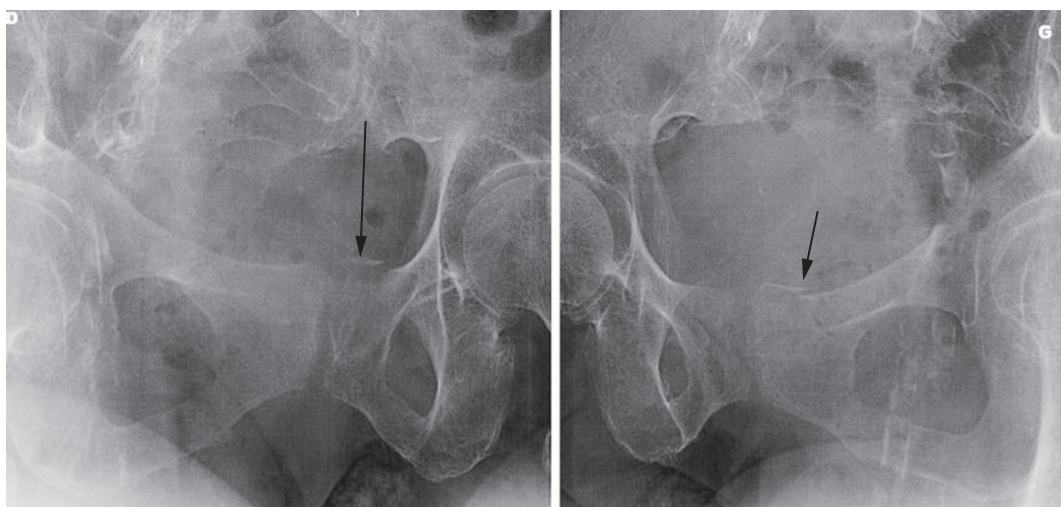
Radiographie de bassin en 3/4 obturateur centrée sur le foramen obturé montrant une fracture de la branche pubienne.
